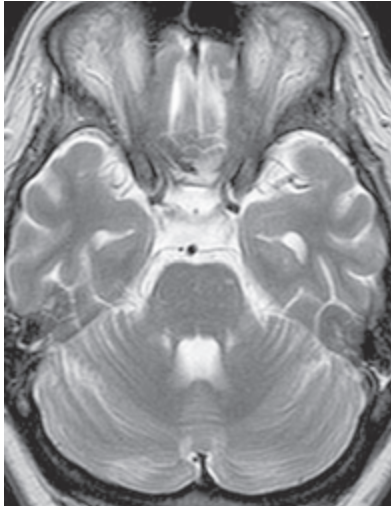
第30病日 頭部MRI (T2WI) : 視交叉, 視索の萎縮を認めた.
